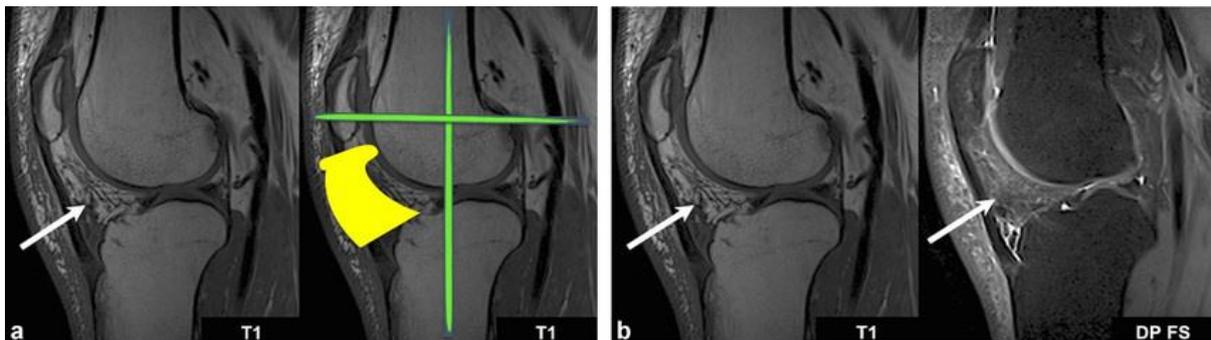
IRM révélant un syndrome rotulien
